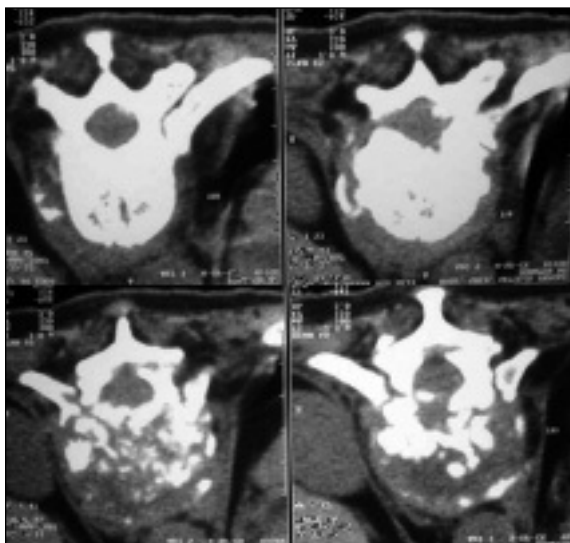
Tomografia de coluna lombar: destruição do corpo e pedículo vertebral com massa paravertebral invadindo canal medular
